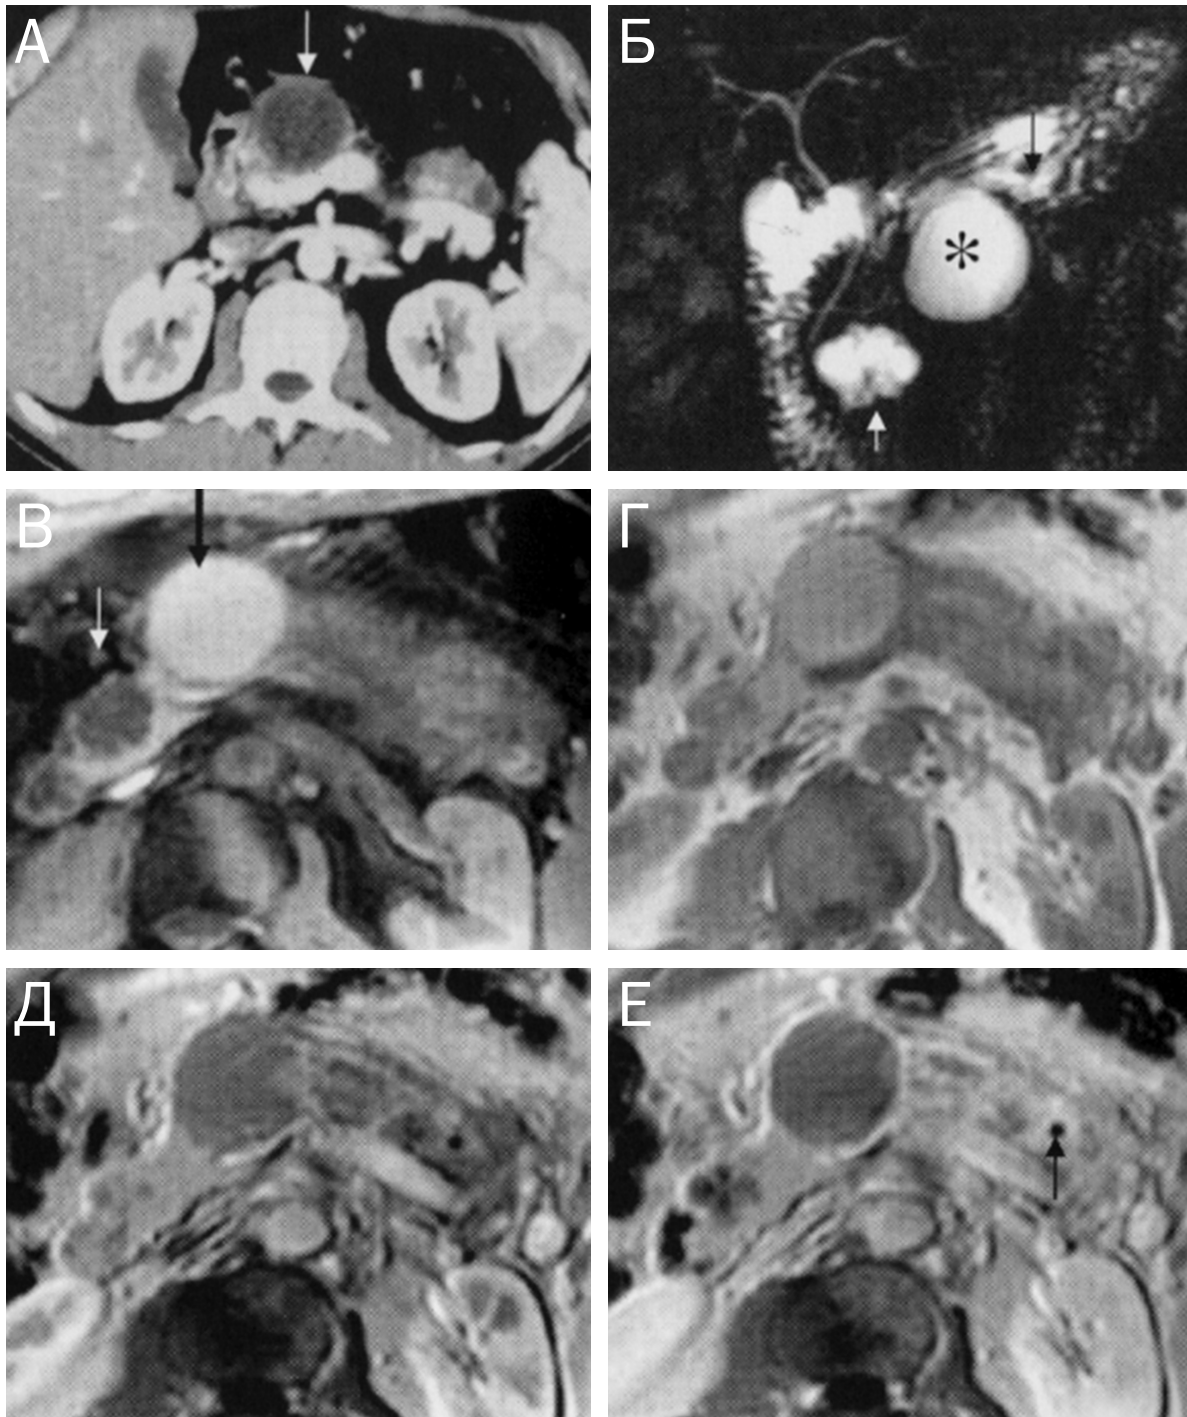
КТ, МРХПГ, динамическая МРТ у пациента 34 лет с pancreas divisum и тяжелым ХП (по J. E. Dominguez-Munoz, 2005 [4]):
